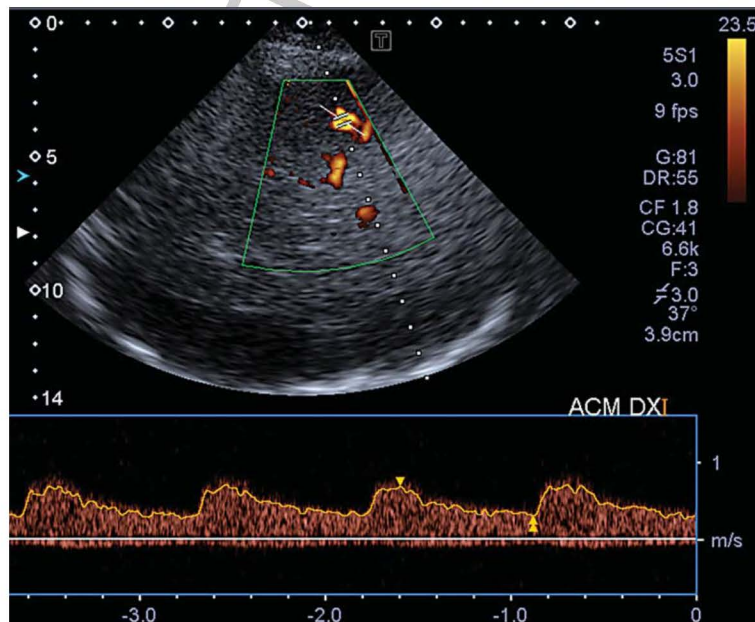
Example of transcranial color-coded duplex ultrasonography examination of middle cerebral artery (M2 segment). B-mode imaging of anatomical landmarks with overlaid non directional color Doppler (power mode) with manually angle-corrected Doppler flow signal.
